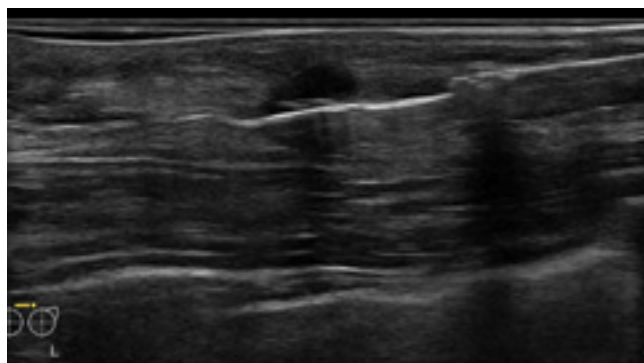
Biopsja cienkoigłowa pod kontrolą USG
